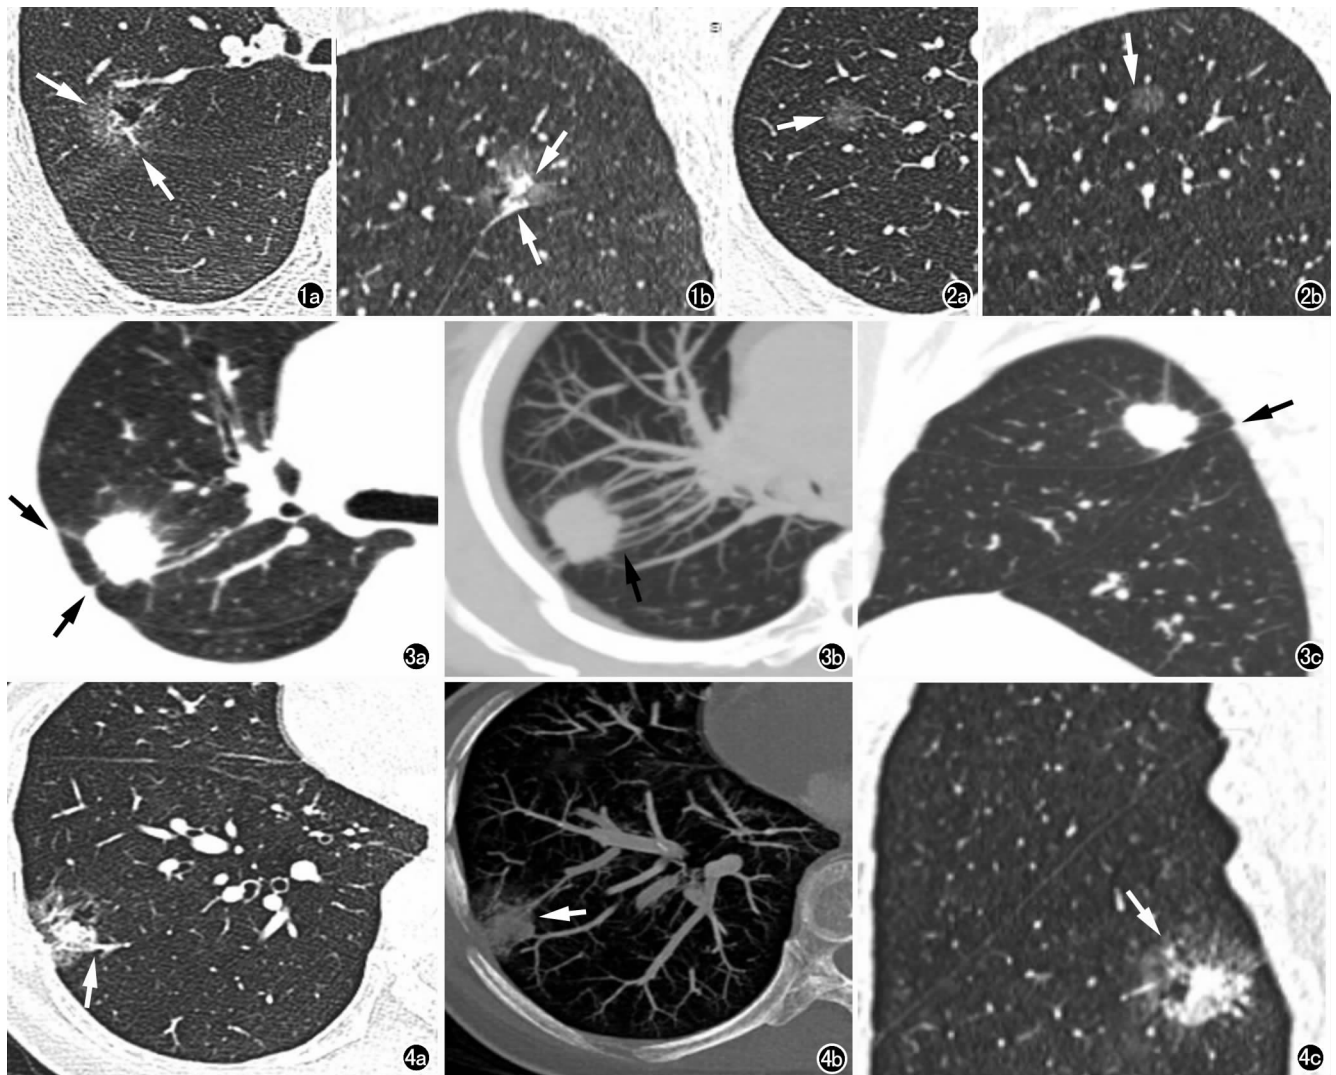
女,71 岁,右肺上叶后段高分化腺癌。a)CT 平扫示病灶呈磨玻璃密度,大小约 25.6 mm×23.3 mm,病灶内见空泡,边缘见毛刺,邻近血管移位并进入病灶内部(即肿瘤血管征,箭);b)CT 平扫矢状面重组见分叶征,叶间胸膜牵拉(箭)。图 2 女,47 岁,右肺上叶慢性炎症。a)CT 平扫示病灶呈磨玻璃密度(箭),大小约 12.9 mm×11.8 mm,边界欠清;b)矢状面重组示内部血管走行无异常(箭)。图 3 女,55 岁,右肺上叶低分化腺癌。a)CT 横轴面示病灶呈软组织密度,大小约 24.6 mm×19.4 mm,病灶边缘可见毛刺、分叶,邻近胸膜牵拉(箭);b)MIP 重组示肿瘤微血管征(箭);c)矢状面重组示胸膜牵拉增厚(箭)。图 4 女,47 岁,右肺下叶高中分化腺癌。a)CT 平扫横轴面示胸膜下病灶呈部分磨玻璃密度影,大小约 18.1 mm×26.7 mm,与胸膜分界不清,边缘见毛刺、分叶,肿瘤内微血管不规则交通(箭);b)MIP 重组后示肿瘤微血管征(箭);c)矢状面示病灶中央呈实性软组织密度,边缘晕状磨玻璃密度(箭)。
